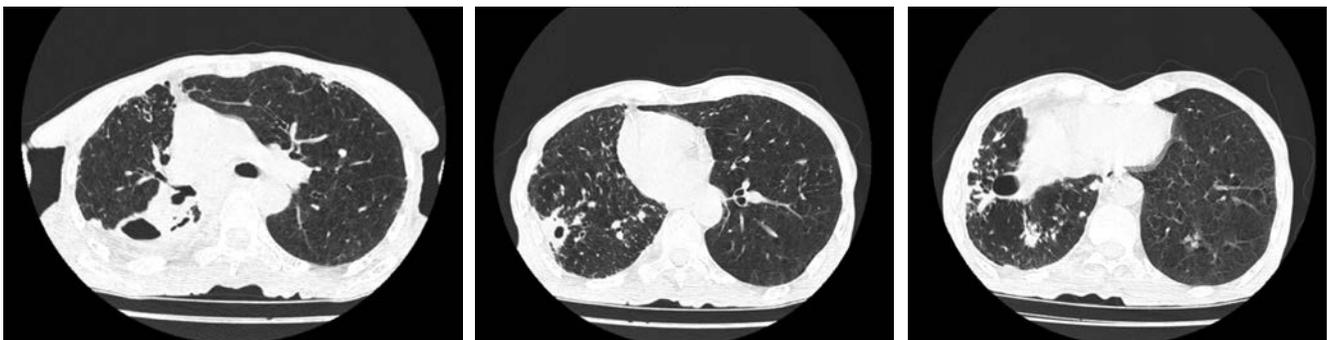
Imágenes de tomografía axial de tórax de alta resolución, con lesión cavitada en LSD, con pérdida de volumen y bronquiectasias en el lóbulo medio.
